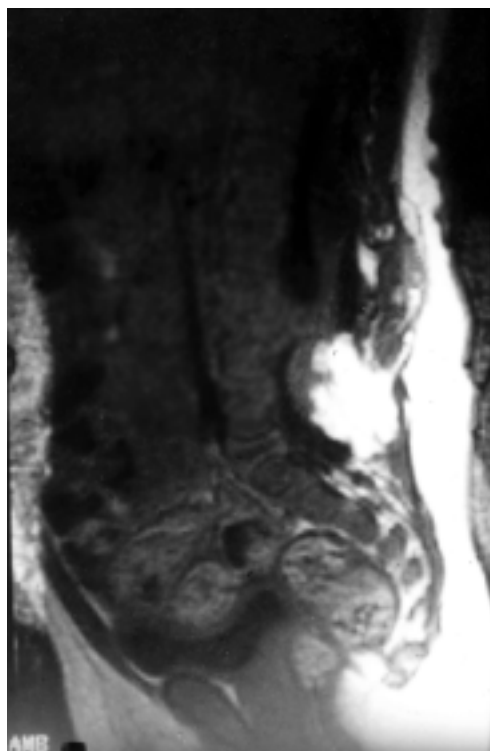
МРТ пояснично-кресцовой области ребенка М. 5 лет. Липомиингомиелорадикулоцеле, экстра-, интравертебральная, эпи-, субдуральная гидромиелитические кисты поясничного утолщения
